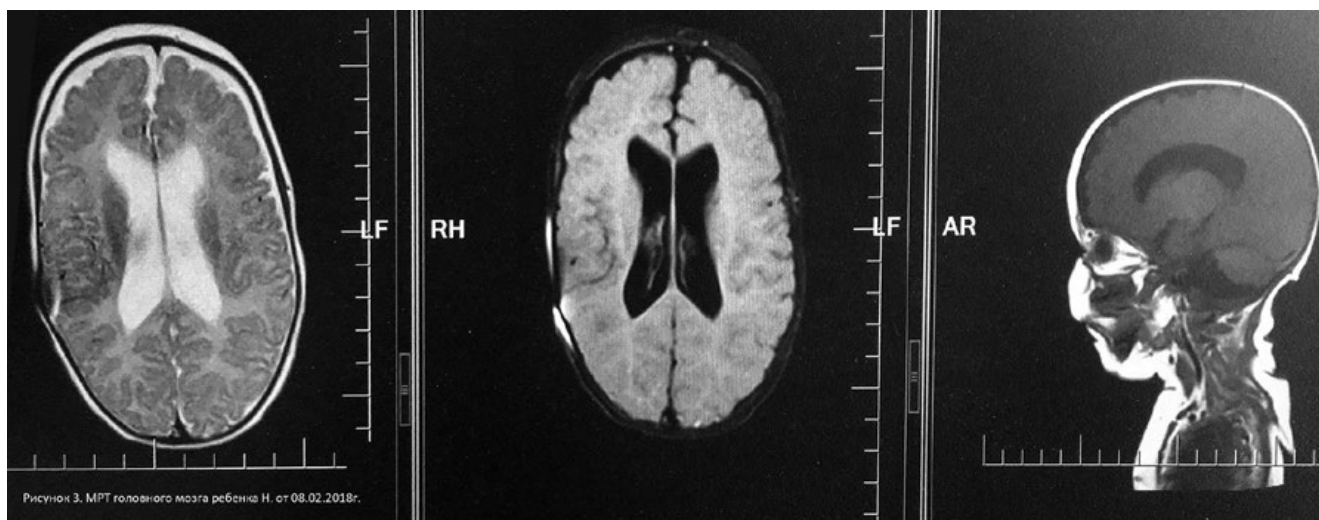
Фрагмент МРТ головного мозга ребенка Н. от 08.02.2018.
